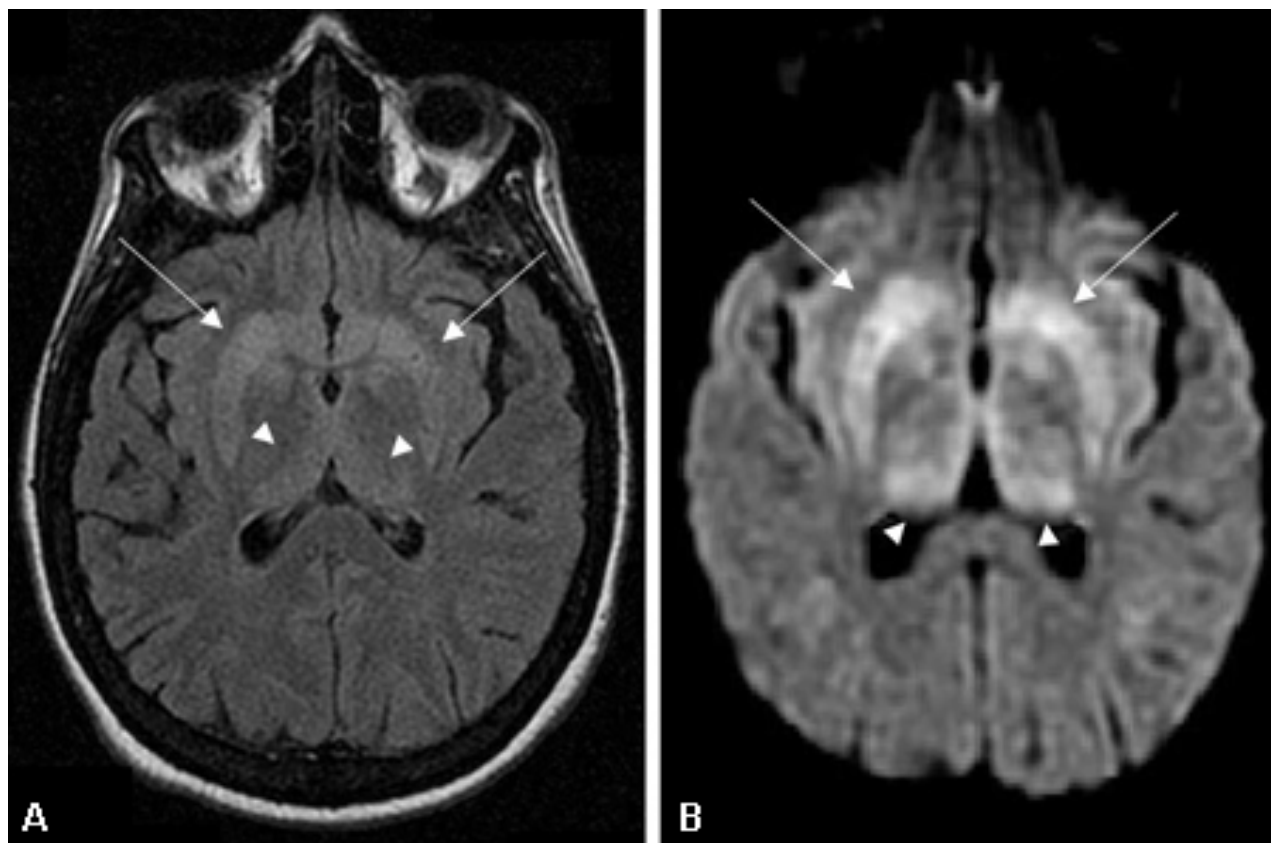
Hiperintensidade pulvinar e talâmica medial bilateral (setas) em (A) ressonância nuclear magnética (RNM) com recuperação da inversão atenuada por fluidos e (B) RNM com imagem ponderada por difusão em um paciente com doença de Creutzfeldt-Jakob. Esse paciente também apresenta hiperintensidade significativa dos gânglios da base em ambas as sequências (setas)
